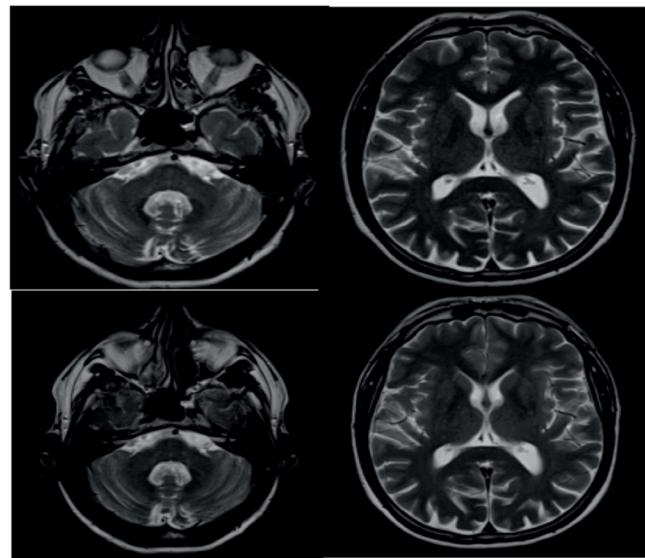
RM de crânio (cortes axiais, T2) do dia 29/05/18 e 19/12/18 respectivamente. Intensificação progressiva do tênuo hipersinal nos pedúnculos cerebelares médios e na rafe mediana da ponte cerebelar, além do discreto hipersinal na borda lateral do putâmen à direita (seta).
